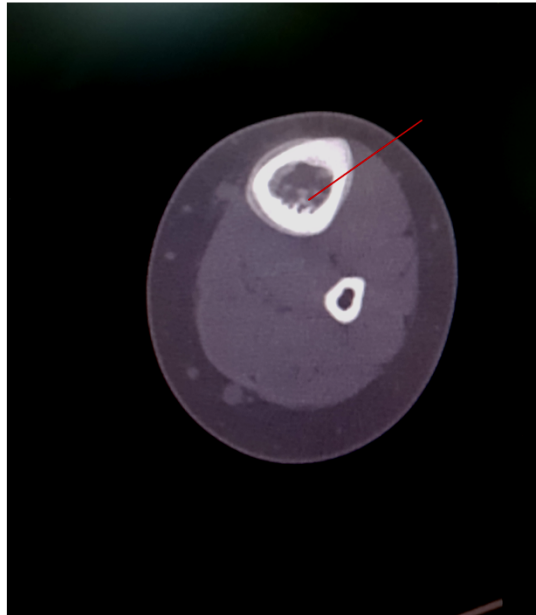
TDM coupe transversale montrant une lésion hypodense avec une sclérose marginale au niveau médullaire de la diaphyse tibiale (observation n° 13)
